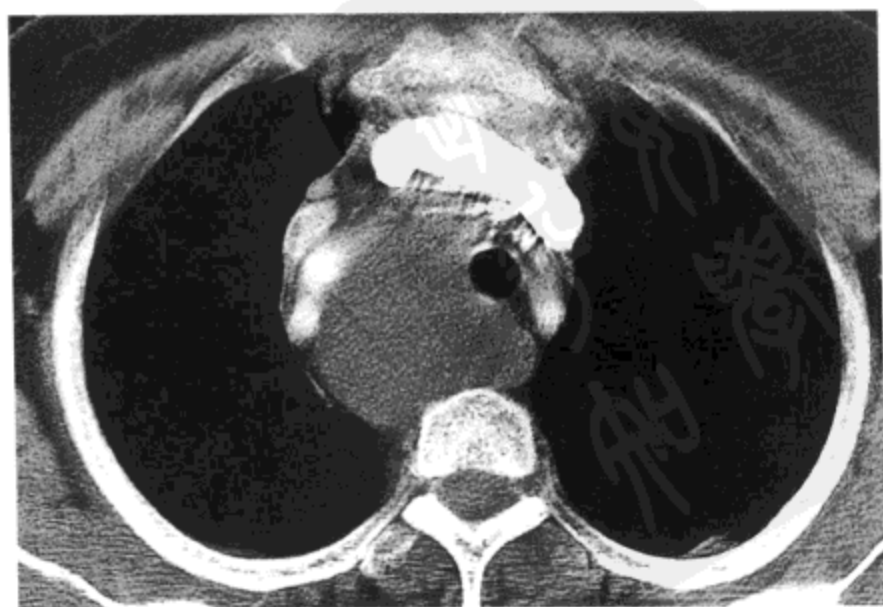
纵隔支气管囊肿。左侧无名静脉水平对比剂增强CT影像 (7mm层厚) 示一均匀低密度囊性病灶位于右侧气管旁区, 可见占位效应。病人是一位54岁的妇女。
